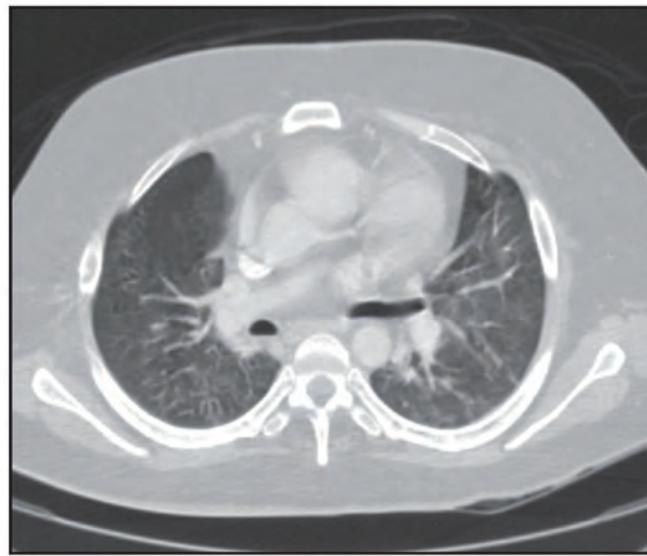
Случай 2. Прижизненная компьютерная томография органов грудной полости, показывающая двусторонние помутнения в виде «матового стекла».
